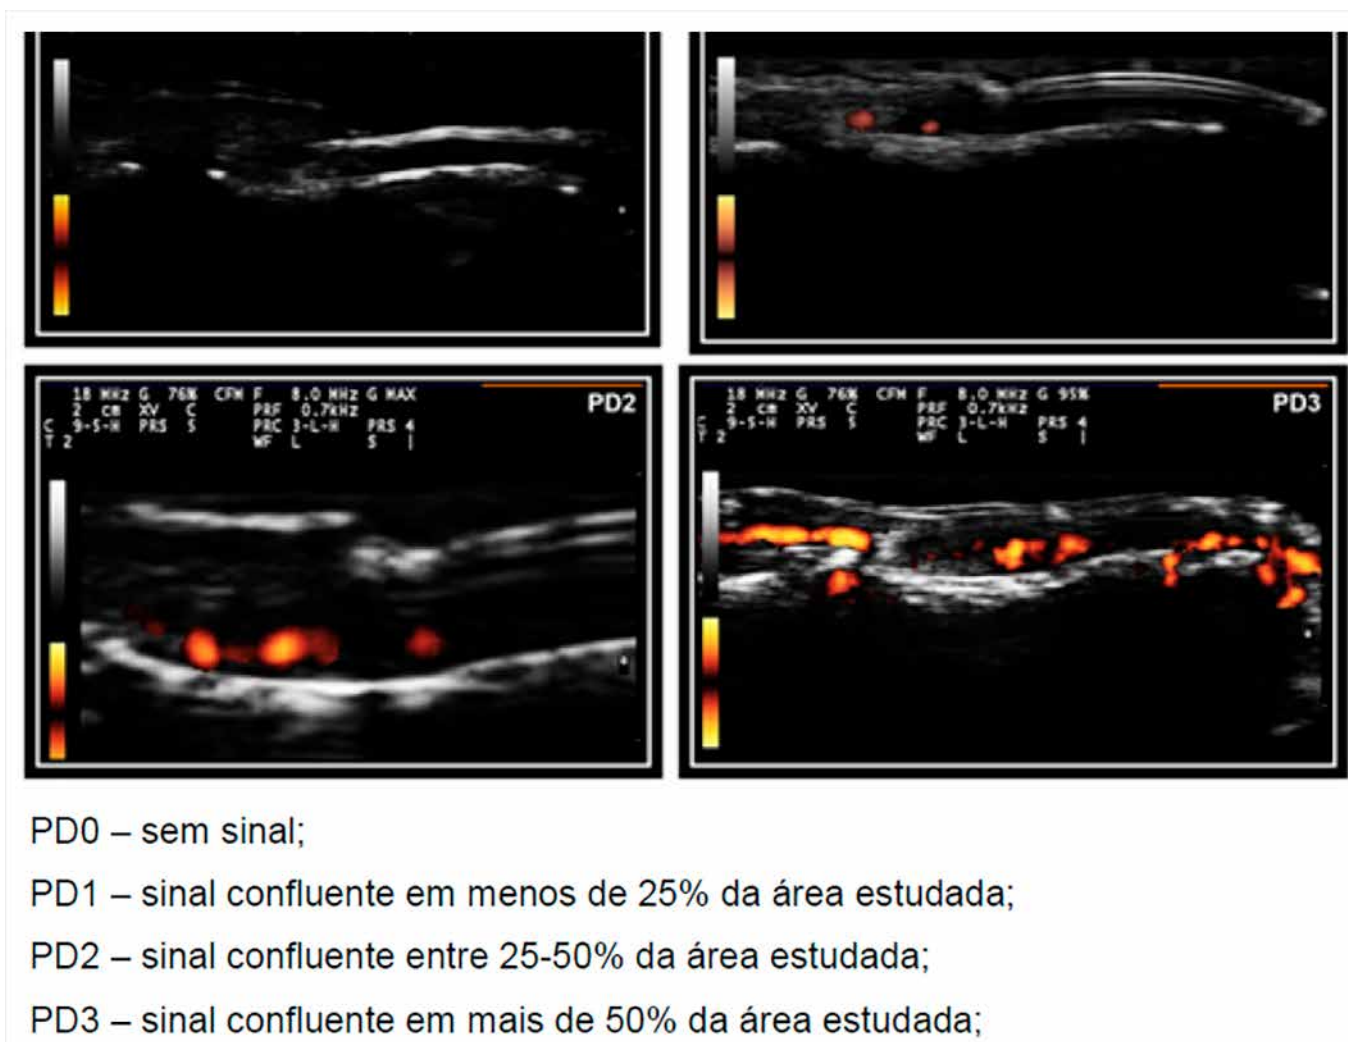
Escala semiquantitativa do power doppler. Gutierrez (2012)
